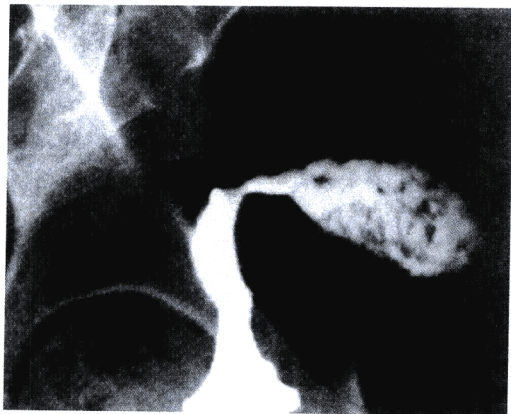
尽管子宫X线片很难给出准确的诊断，但它可提示高危的病变图像(如怀疑肿瘤)。
